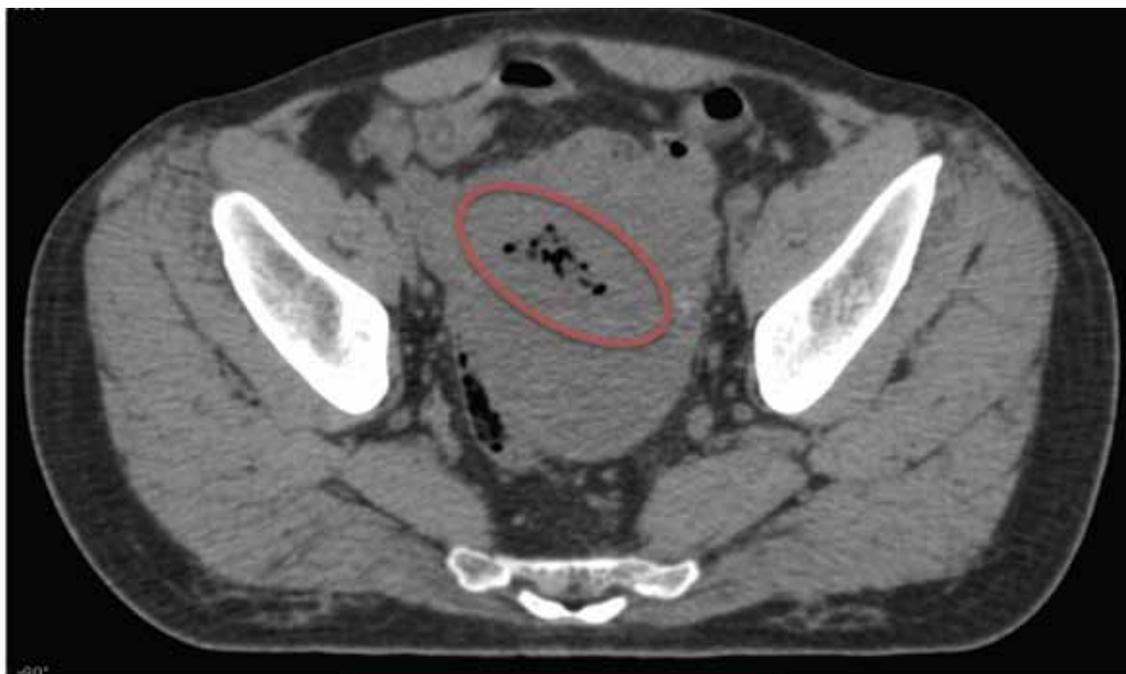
Срез МРТ-исследования пациента с признаками распада опухоли — пузырьками газа, не ассоциированными с кистозным элементом — обведены эллипсом
